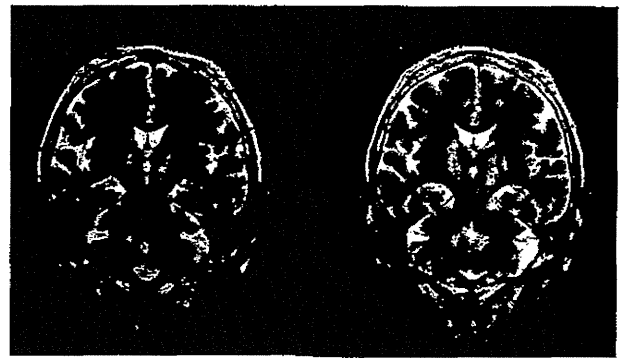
Postoperative head MRI (T2 WI).
